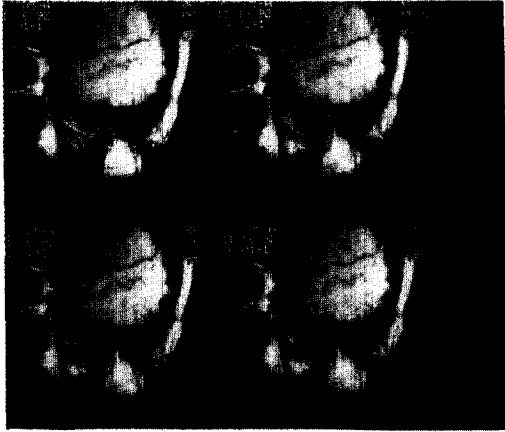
비복위성 악관절내장증의 MRI소견
